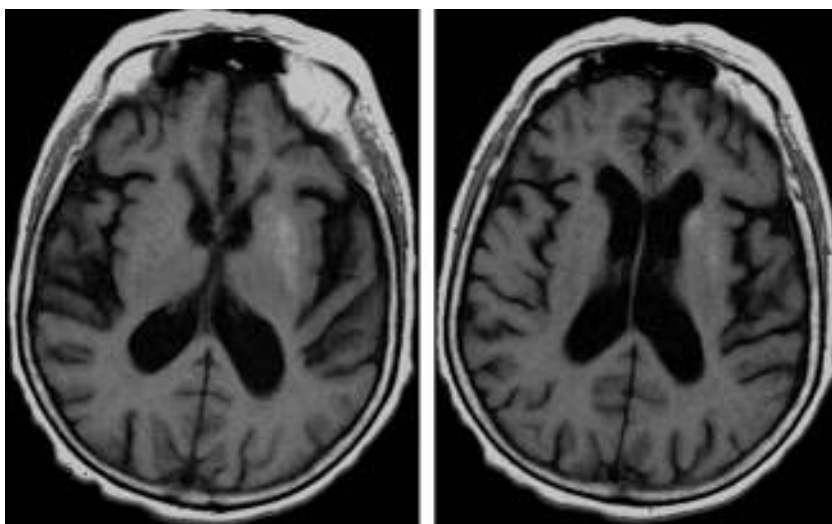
Resonancia magnética fast-spin echo potenciada en T1. Se observa una hiperintensidad en los núcleos caudado y lenticular izquierdos.
